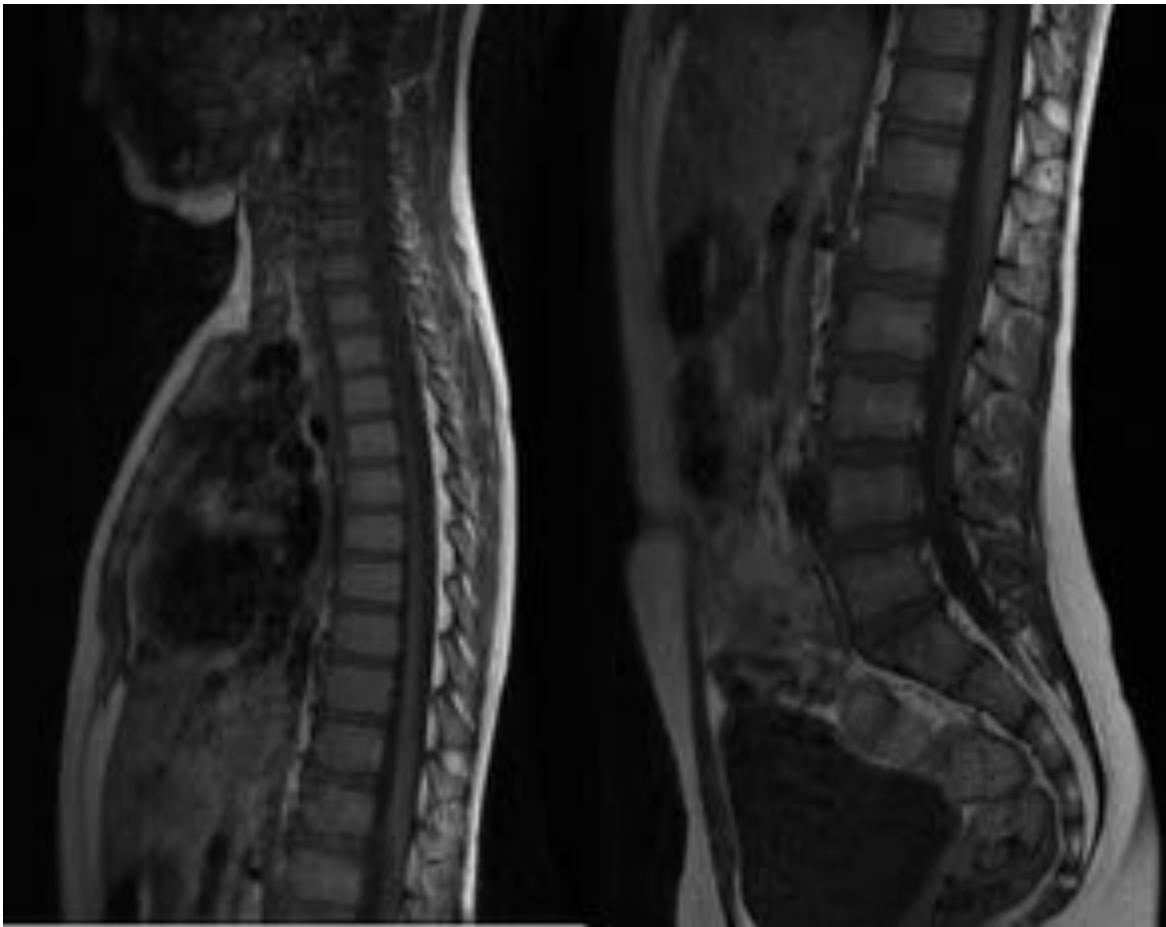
RM columna dorsal y lumbar. Secuencia sagital potenciada en T1. Útil para valoración anatómica.
